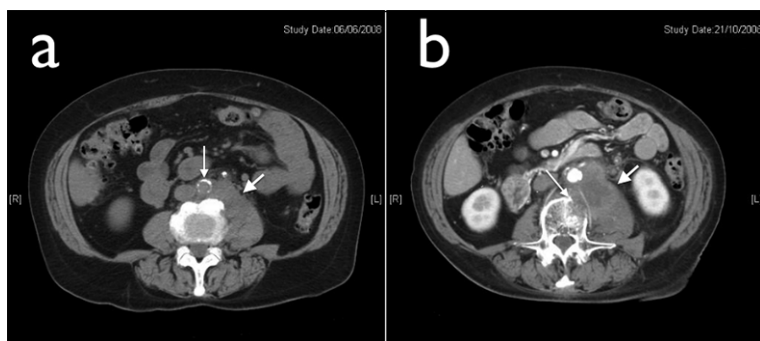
TC sin contraste. A: Se observa tejido retroperitoneal (flecha blanca ancha) que hace cuerpo con el músculo psoas izquierdo y asciende hacia ventral englobando a la aorta (con calcificaciones) (flecha blanca delgada) por su cara externa y posterior. B: TC con contraste efectuado 4 meses después. Se observa crecimiento del tejido retroperitoneal con impregnación heterogénea con el medio de contraste (flecha blanca ancha) e invasión y destrucción de la cortical del cuerpo vertebral adyacente (flecha blanca delgada).
